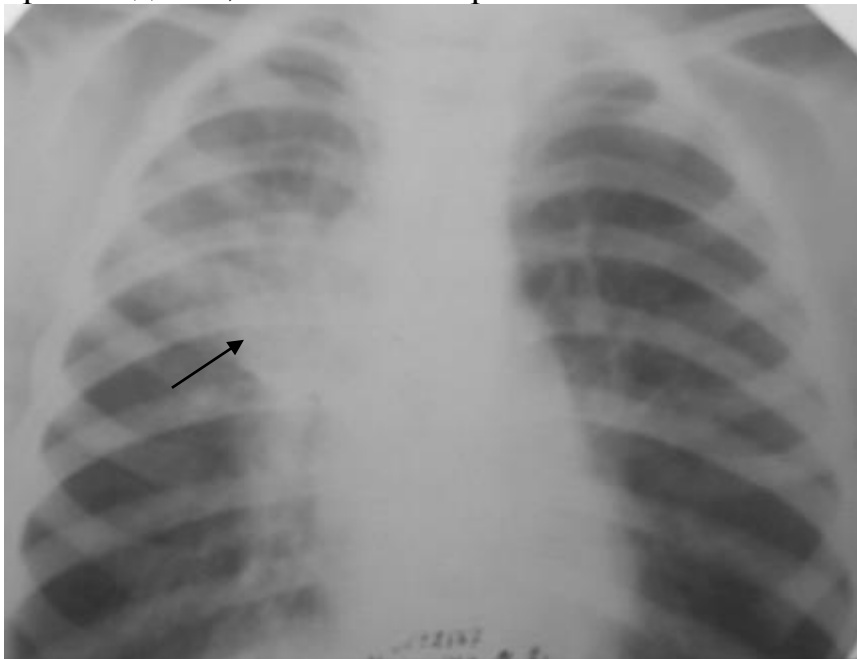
Обзорная рентгенограмма грудной клетки в прямой проекции (пациенту 16 лет). В области корня правого легкого ограниченная тень с нечеткими контурами (стрелка). Пневматизация в проекции верхней доли справа снижена. Туберкулез внутригрудных лимфатических узлов справа (инфильтративная форма)
